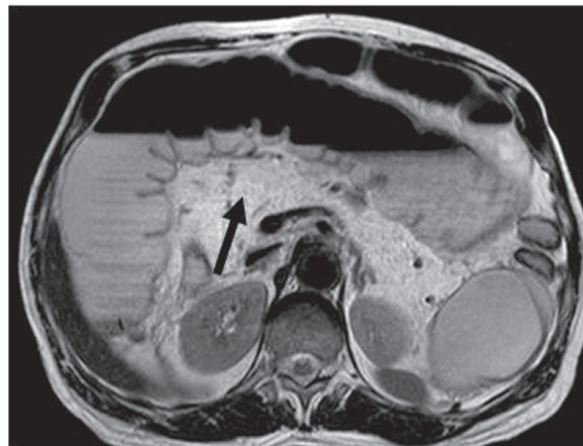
Resonancia magnética en secuencia ponderada en T2, corte axial: se visualiza una marcada hiperintensidad en la topografía pancreática (flecha).
